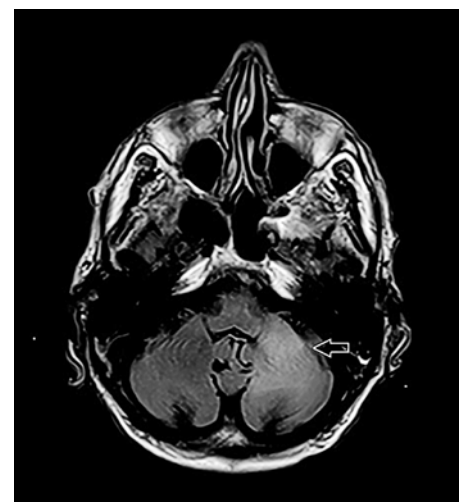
Magnetresonanztomogramm des Neurokraniums, Axialschnitt, T2-gewichtete Turbo-Inversion-Recovery-Magnitude-(TIRM-) Sequenz: flauere T2-hyperintense Signalanhebung im mittleren Kleinhirnschenkel und zerebellär links (Pfeil).
